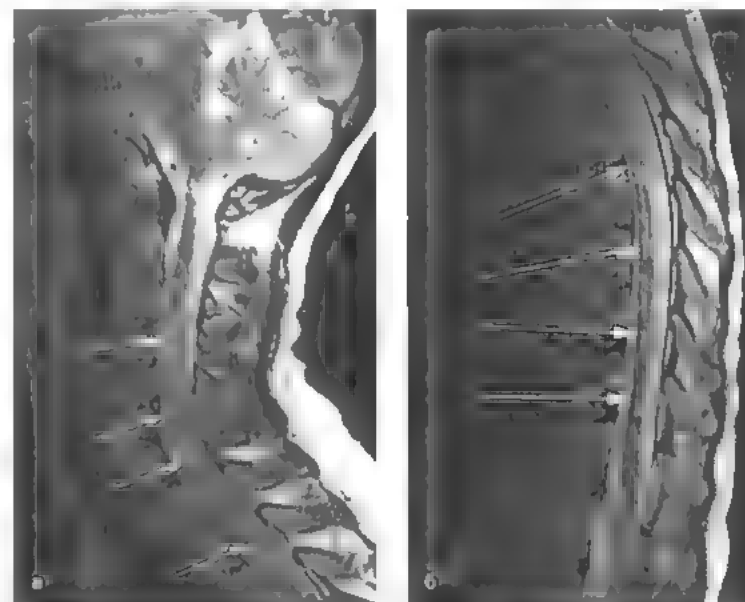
МРТ спинного мозга.
